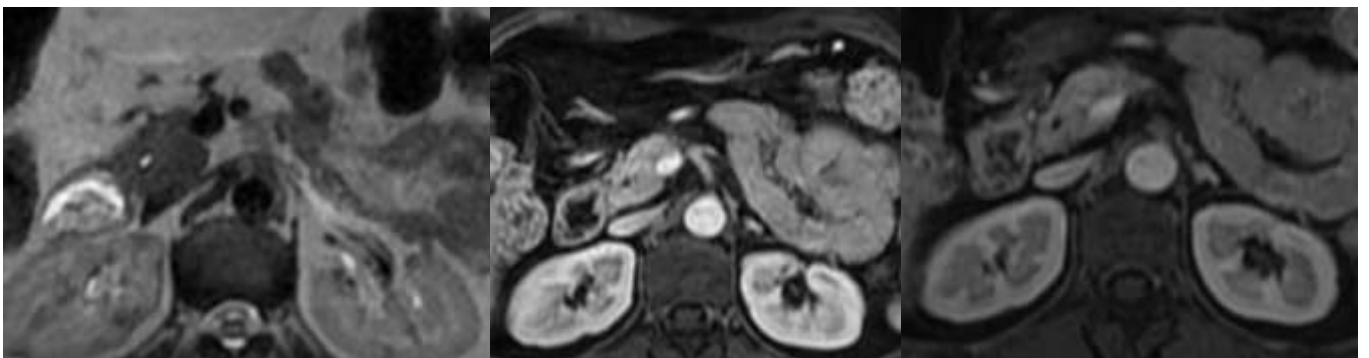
IRM abdominale en coupes axiales chez la même patiente après 7 semaines de corticothérapie
